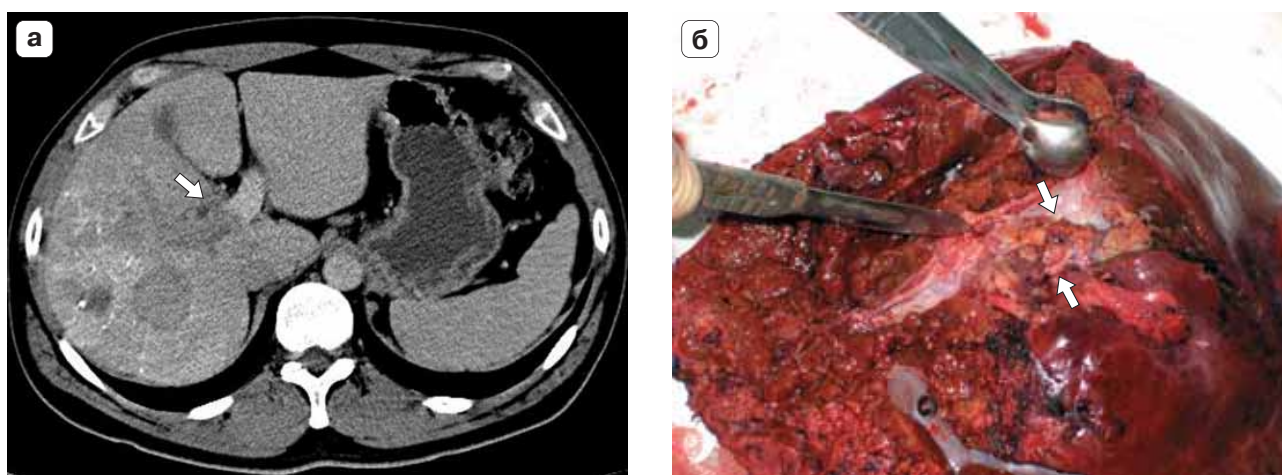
Гепатоцеллюлярный рак правой доли печени. а – компьютерная томограмма, портальная фаза, тромбоз и распространение опухолевых масс в просвет правой долевой воротной вены, с переходом на бифуркацию (стрелка), состояние после артериальной химиоэмболизации правой доли печени; б – макрофото, удаленная правая доля с опухолью, опухолевый тромб в просвете правой долевой воротной вены (стрелка).
